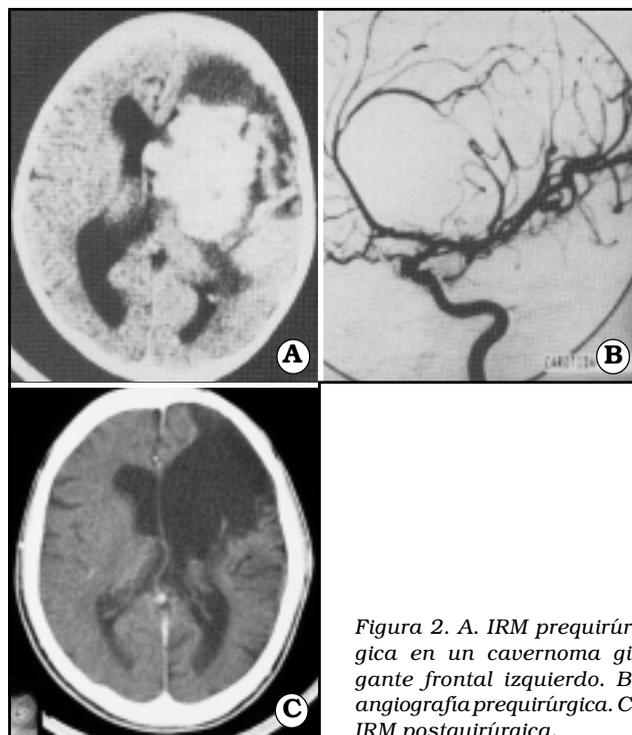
A. IRM prequirúrgica en un cavernoma gigante frontal izquierdo. B. angiografía prequirúrgica. C. IRM postquirúrgica.
